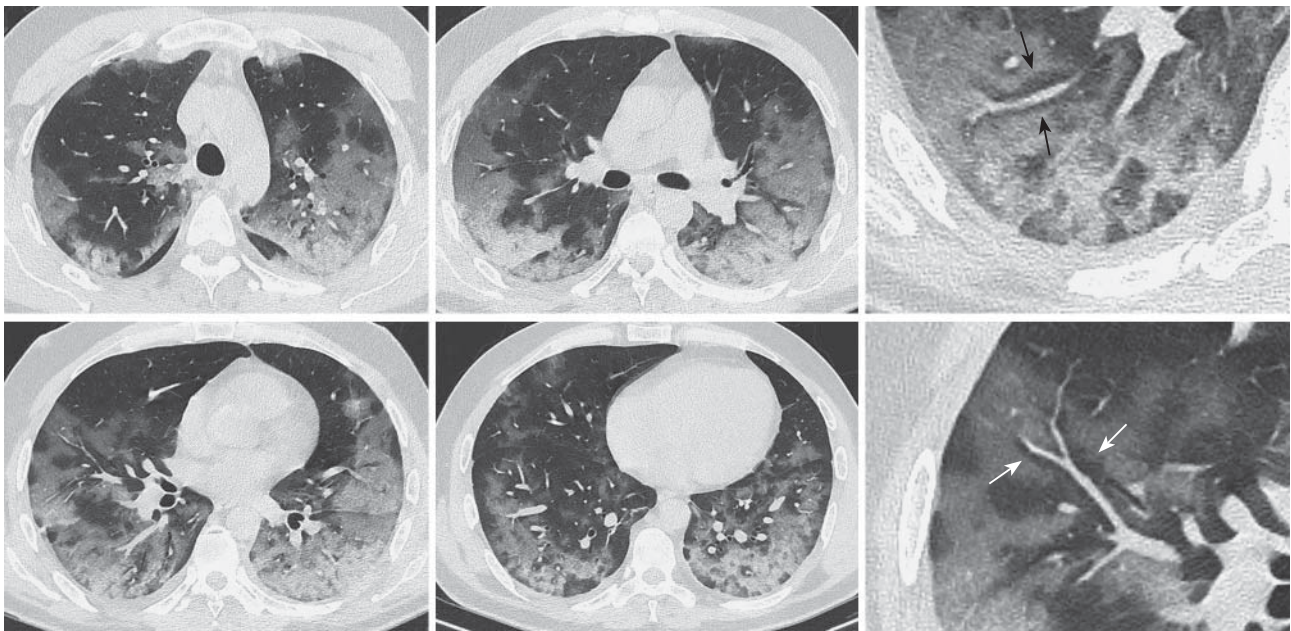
КТ ОГК в аксиальной проекции с увеличенными фрагментами от 06.04.2020. Пациент 47 лет, COVID-19 (ПЦР). Обширные сливные участки “матового стекла” с преимущественно субплевральным распространением, утолщением внутрислобкового интерстиция (“paving stone”), а также интактные участки по ходу части бронховаскулярных пучков (стрелки) – симптом “обочины”.
